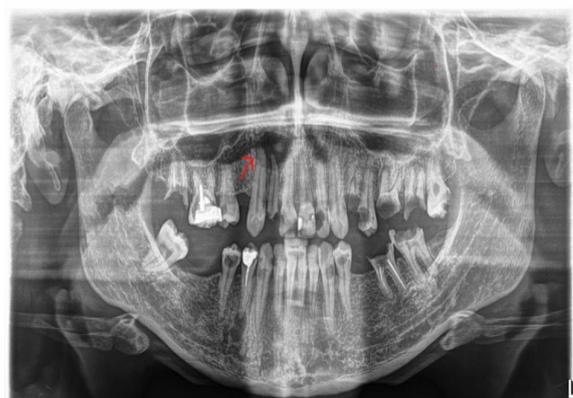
Panoramic radiograph showing oval radiolucency (red arrow) on periapical area of tooth nr.12.
